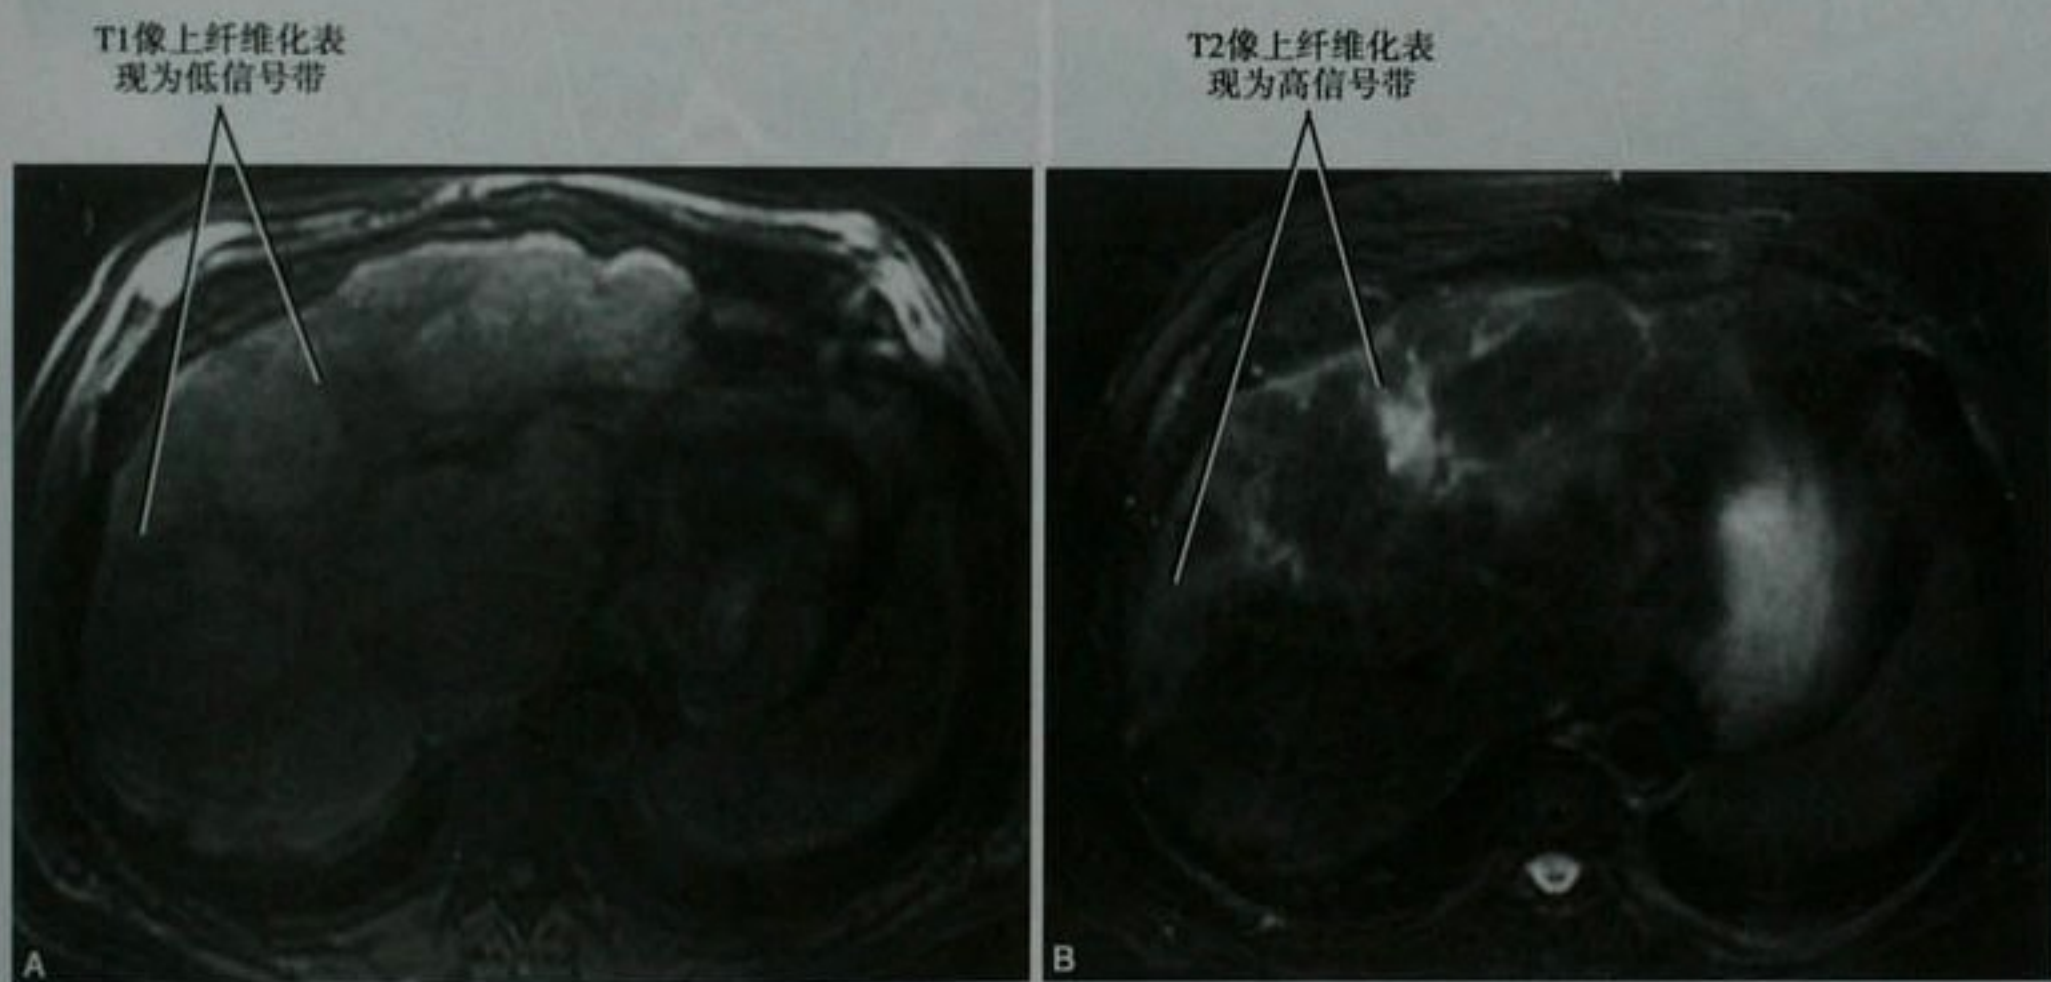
肝硬化轴位 MRI 图像抑脂 T1 (A) 和 T2 (B)
